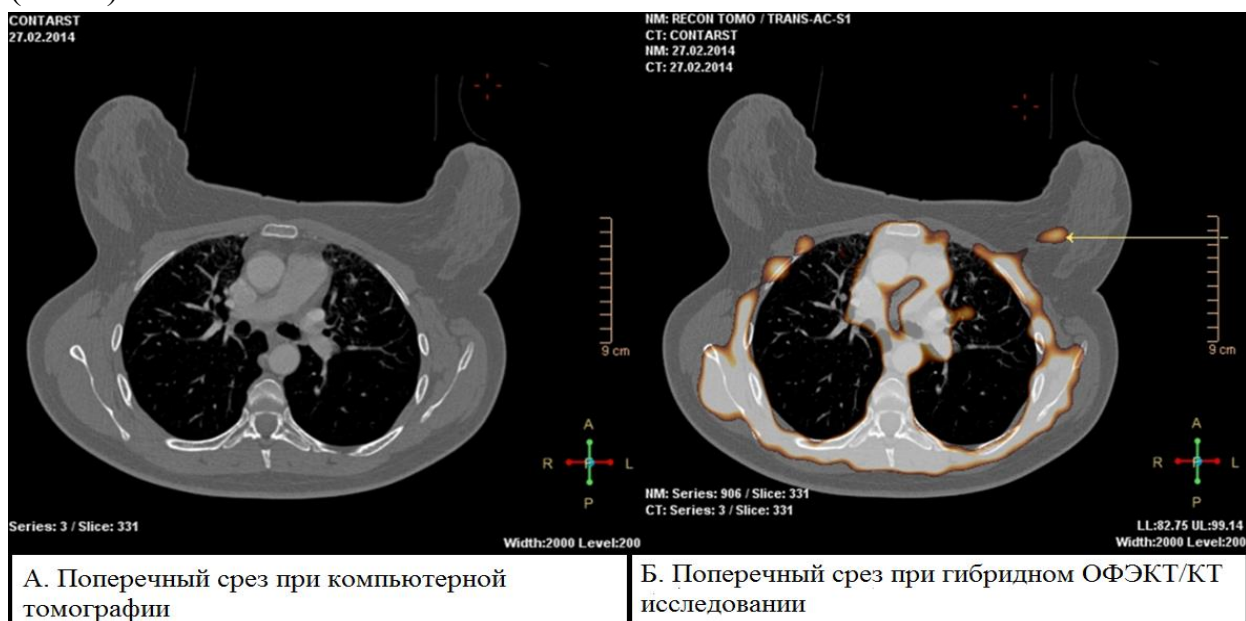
ОФЭКТ/КТ при раке молочной железы. А. поперечный срез при компьютерной томографии. Б. Очаг, накапливающий радиометку, локализован у грудной стенки на серии сканов ОФЭКТ/КТ.
